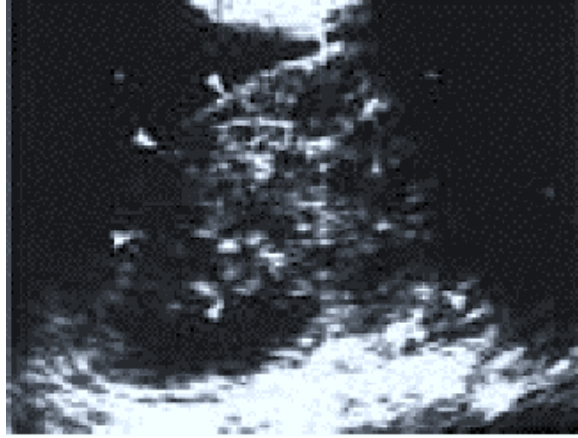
Hématome rétro péritonéal à l'échographie. [45]
